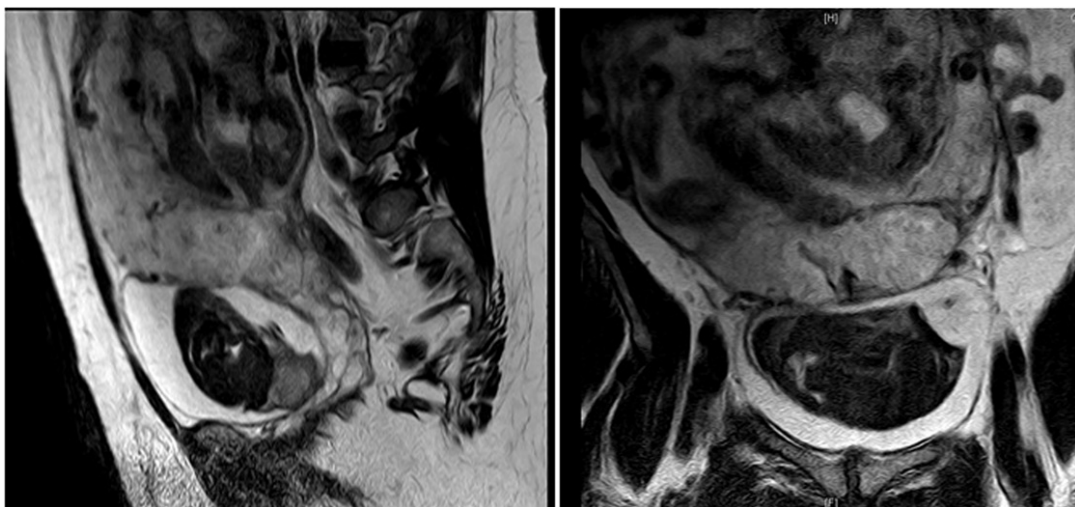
Resonancia magnética pélvica: engrosamiento difuso de la pared vesical que en su cara superior tiene amplio contacto con la pared posterosuperior del útero y en continuidad con la placenta uterina.
